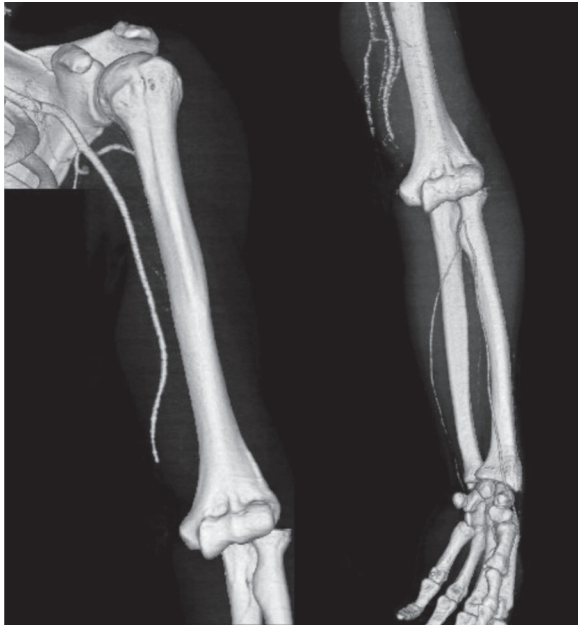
CT angiographs reveal complete interruption of brachial arterial flow at 6 cm above elbow level and collateral circulation below the level of bifurcation of brachial artery.
